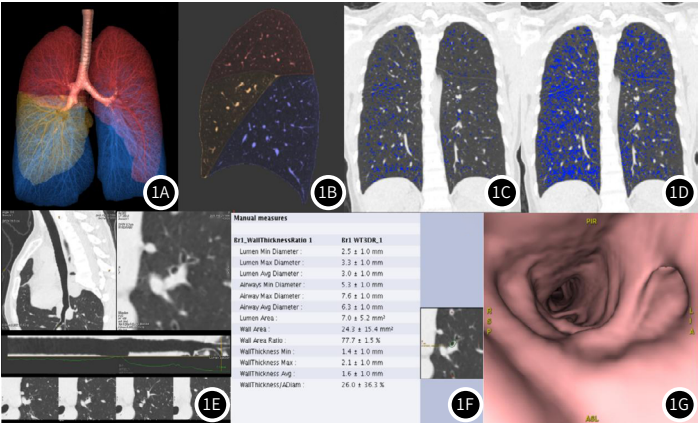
图1G 患者男, 54岁, CT后处理过程图。1A: 双肺图像; 1B: 右肺分叶图像; 1C: CT阈值-950HU双肺冠状位图; 1D: CT阈值-910HU双肺冠状位图; 1E: 支气管CPR图; 1F: 支气管参数测量结果图; 1G: 支气管CTVE图。
